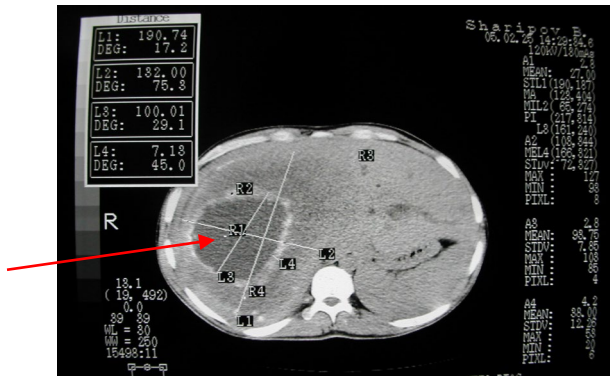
КТ печени. Эхинококковая киста IV – V сегмента печени
